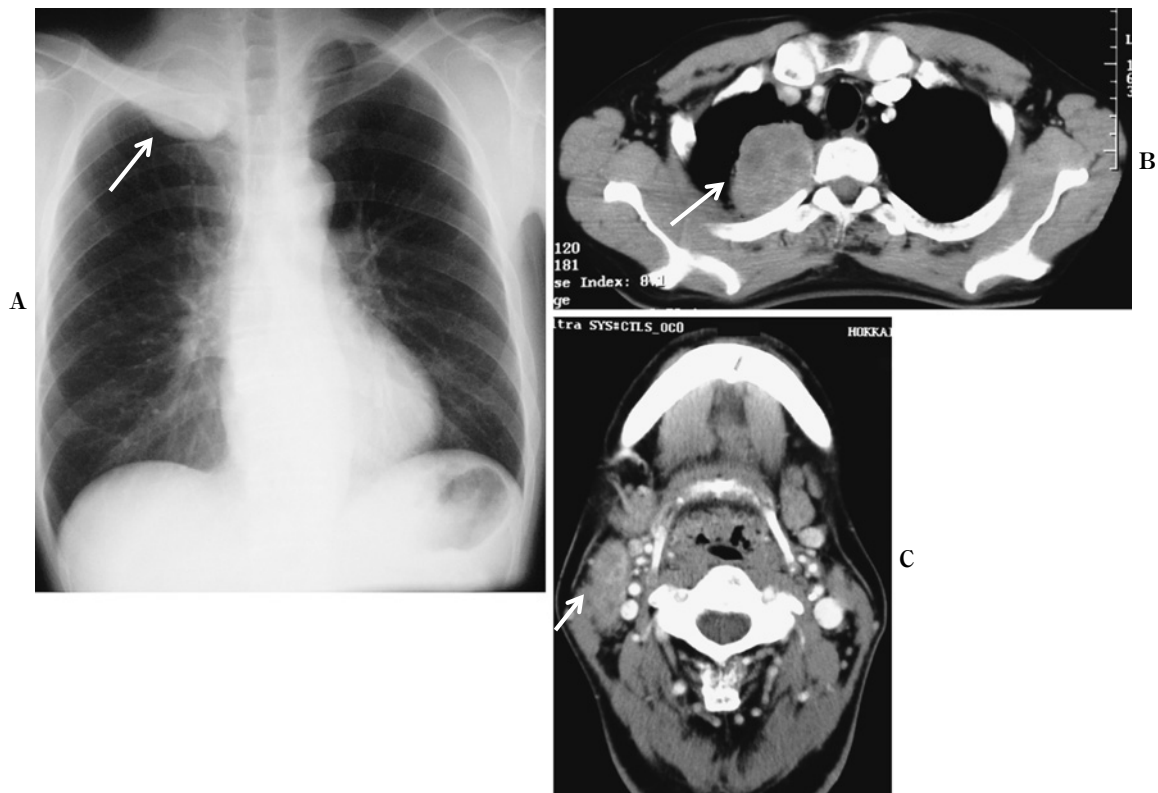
A) A chest X-ray film showing a mass in the right upper lung field in August 2006. B) A CT scan in August 2006 showing a mass in the right upper lobe. C) A CT scan in August 2006 showing right cervical lymphadenopathy.
